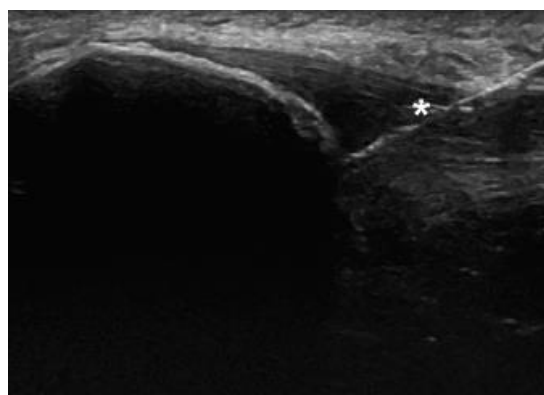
EPI vista amb ecografia
